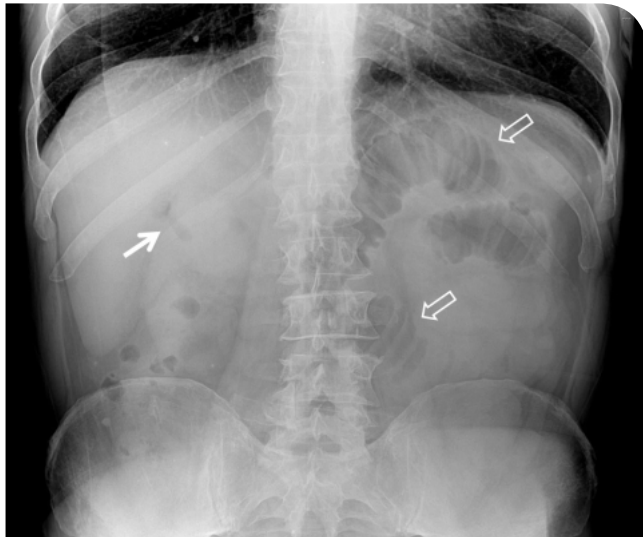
Radiografía de abdomen con paciente en decúbito. Se observa dilatación de asas de intestino delgado (flechas abiertas) y presencia de aire en hipocondrio derecho en sitio de proyección de la vesícula biliar (flecha).
